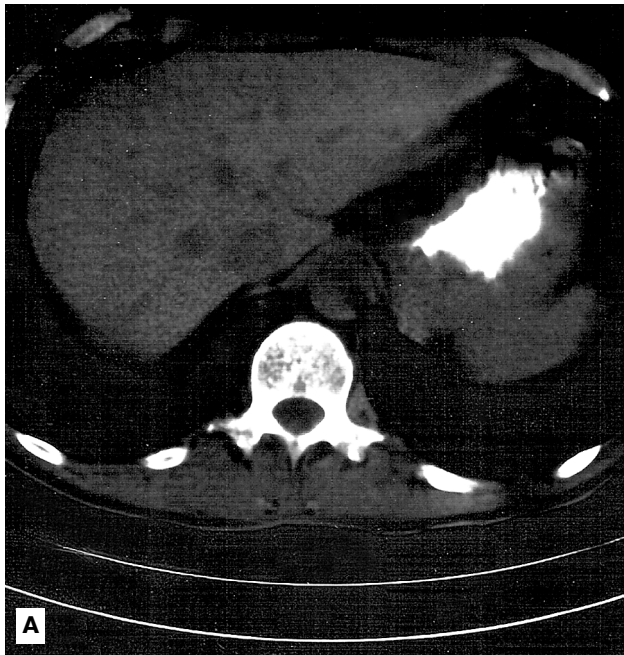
Компьютерные томограммы больной К. (объяснение в тексте)
